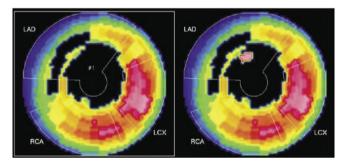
Томосцинтиграмма пациента 39 лет при окклюзии ПМЖА и ПАЛЖ. Минимальный прирост перфузии на фоне инфузии добутамина
